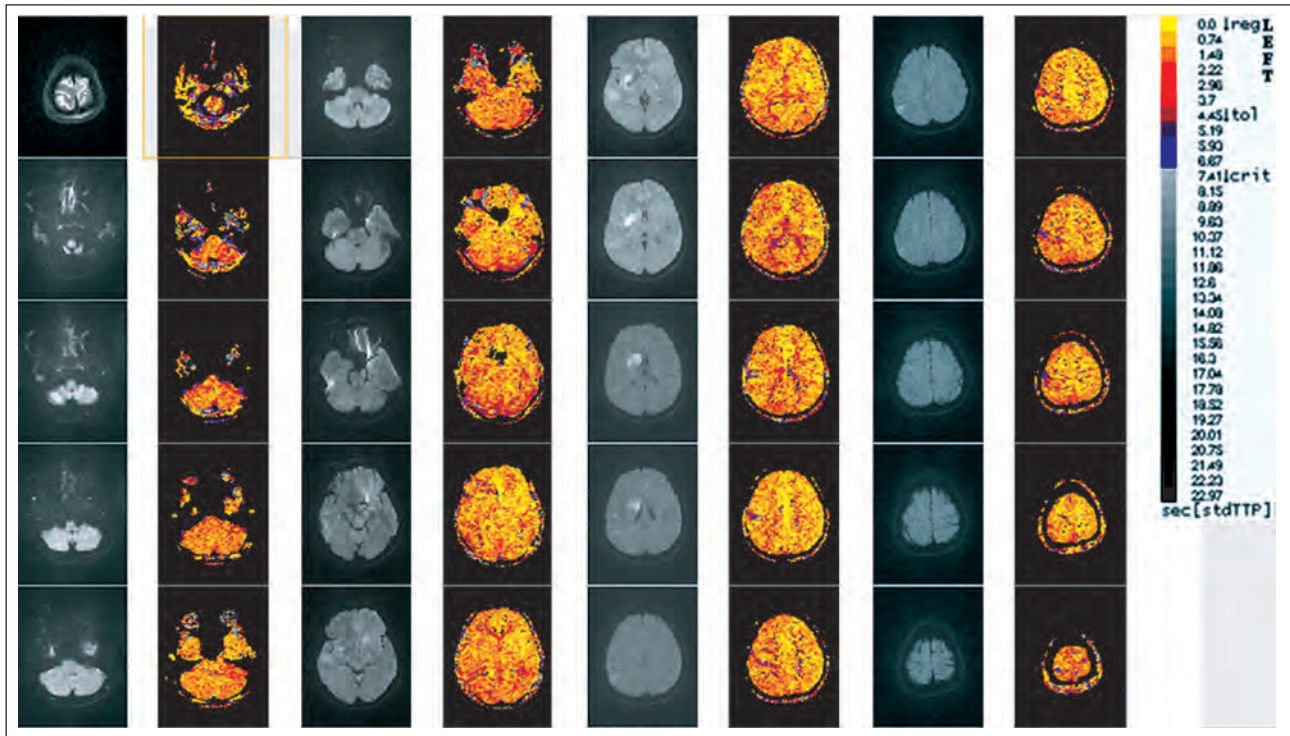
Fast vollständige Reperfusion des Territoriums der rechten A. cerebri media nach endovaskulärer Therapie bei der Patientin aus Abbildung 2. Einzelne vorbestehende Infarzierungen sind weiterhin abgrenzbar, in einigen Arealen normalisierten sich die DWI-Veränderungen. Die Patientin zeigte einen entsprechend günstigen Verlauf. Die DWI-Veränderungen vor Beginn der Therapie betrafen nahezu ausschließlich Regionen mit Perfusionsausfall (schwarz am stdTTP-Bild in Abbildung 2).
